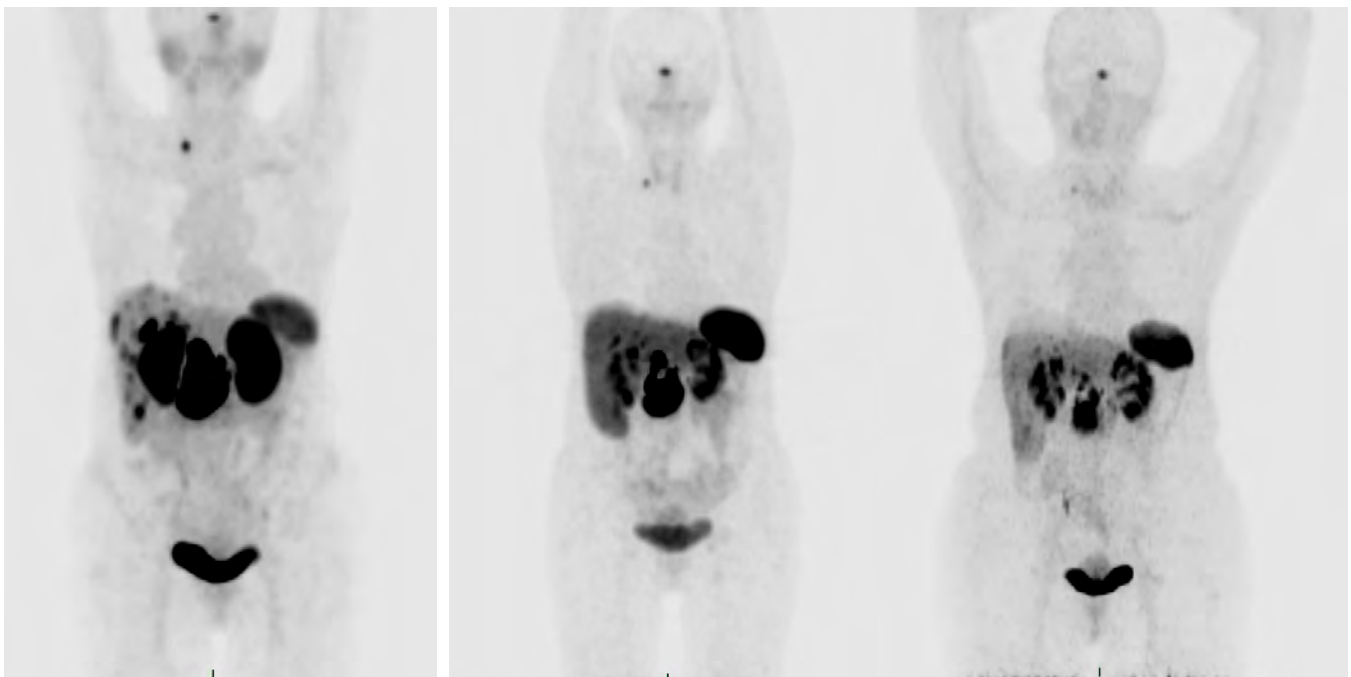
(izquierda) MIP en el que se observa captación en lesión sólida en cabeza de páncreas y a nivel hepático antes de iniciar la PRRNT, SUVmax promedio 30; (centro) MIP posterior a 2 ciclos de PRRNT en el que se observan mismos sitios de captación anormal pero con disminución de la intensidad y tamaño, SUVmax promedio 26; (derecha) MIP posterior a 4 ciclos de PRRNT en el que se observan mismos sitios de captación anormal pero con disminución marcada de la intensidad y tamaño de la lesión primaria SUVmax promedio 17, mostrando respuesta molecular parcial.
